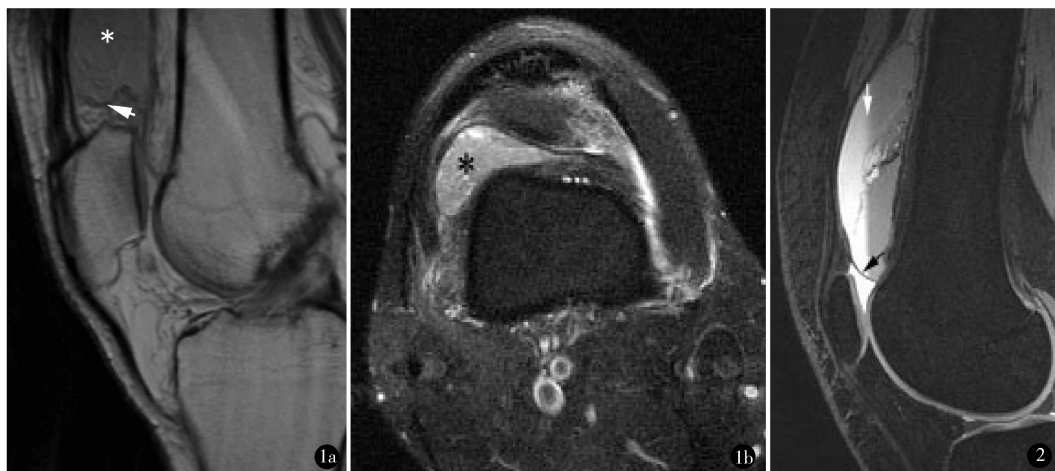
病例 1 出现血肿后 2 个月的 MRI 表现 a. 矢状位示髌上囊血肿 (* 所示), 髌骨上极近端可见横形的皱襞 (箭头所示); b. 横断位显示偏外侧的髌上囊血肿 (* 所示) 图 2 病例 2 出现血肿后 4 个月的矢状位 MRI 表现, 显示髌上囊血肿, 其内可见液液平面 (白箭头所示), 以及其远端与膝关节腔之间的滑膜皱襞 (黑箭头所示)
